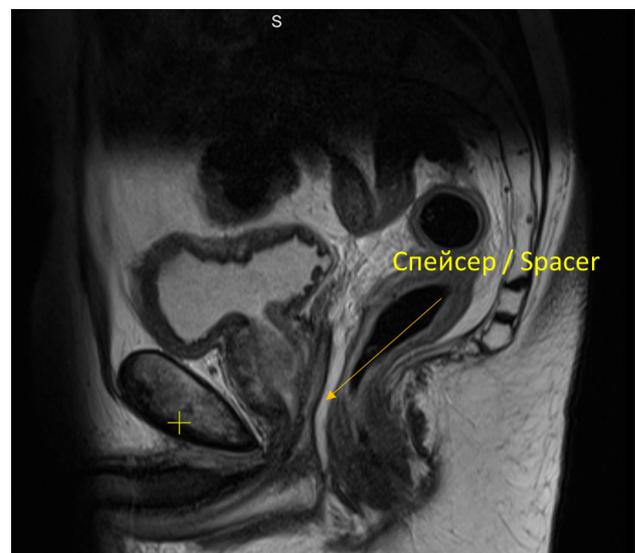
МРТ таза с контрастированием. 3 месяца после введения спейсера на основе акриламида
